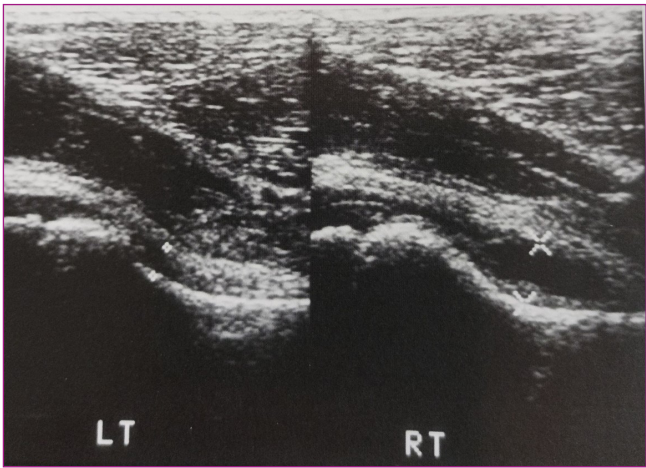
Ecografía cadera (imagen izquierda normal, imagen derecha con derrame).
